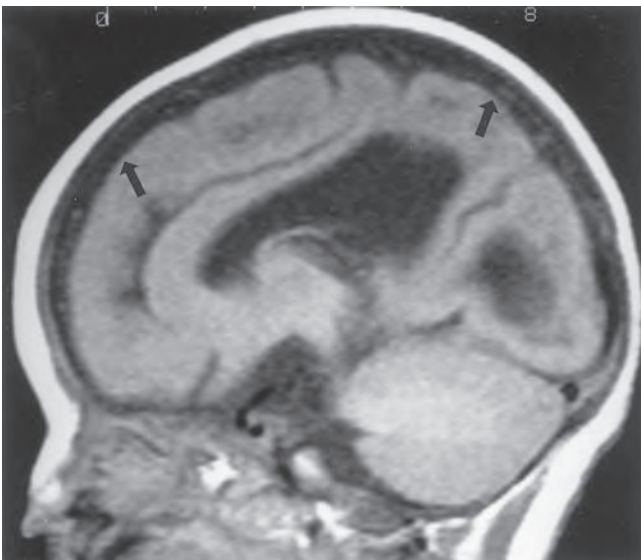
Estudio de imagen por RM del cerebro que muestra giros amplios (flechas) en la paquigiria.
